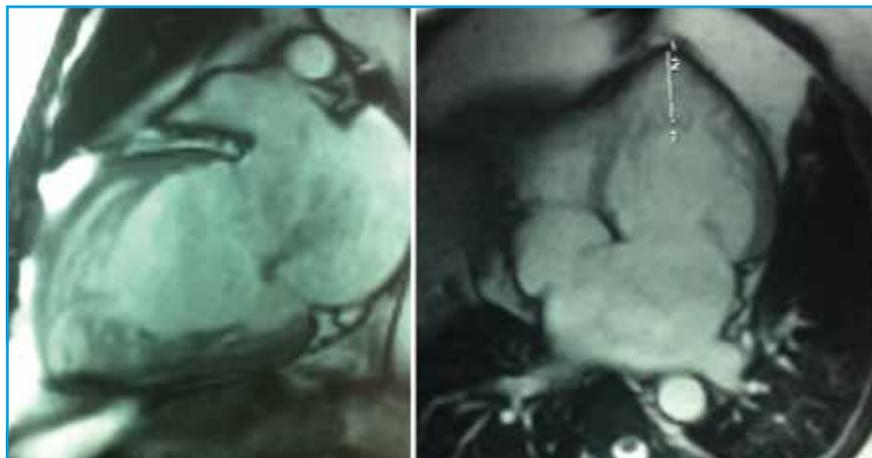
Non-compaction du ventricule gauche chez un patient de 50 ans, suivi pour CMD "idiopathique" admis en insuffisance cardiaque. Séquences de ciné-IRM en 2 (A) et 4 cavités (B) montrant un rapport zones non compactées/zones compactées > 3, en particulier à l'apex.
